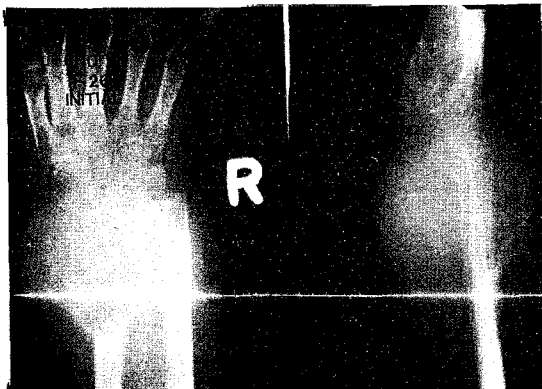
27 years-old female with tender palpable mass on right distal forearm and wrist joint. X-ray revealed large cystic mass with thin cortex in distal radius, scaphoid, and lunate.
